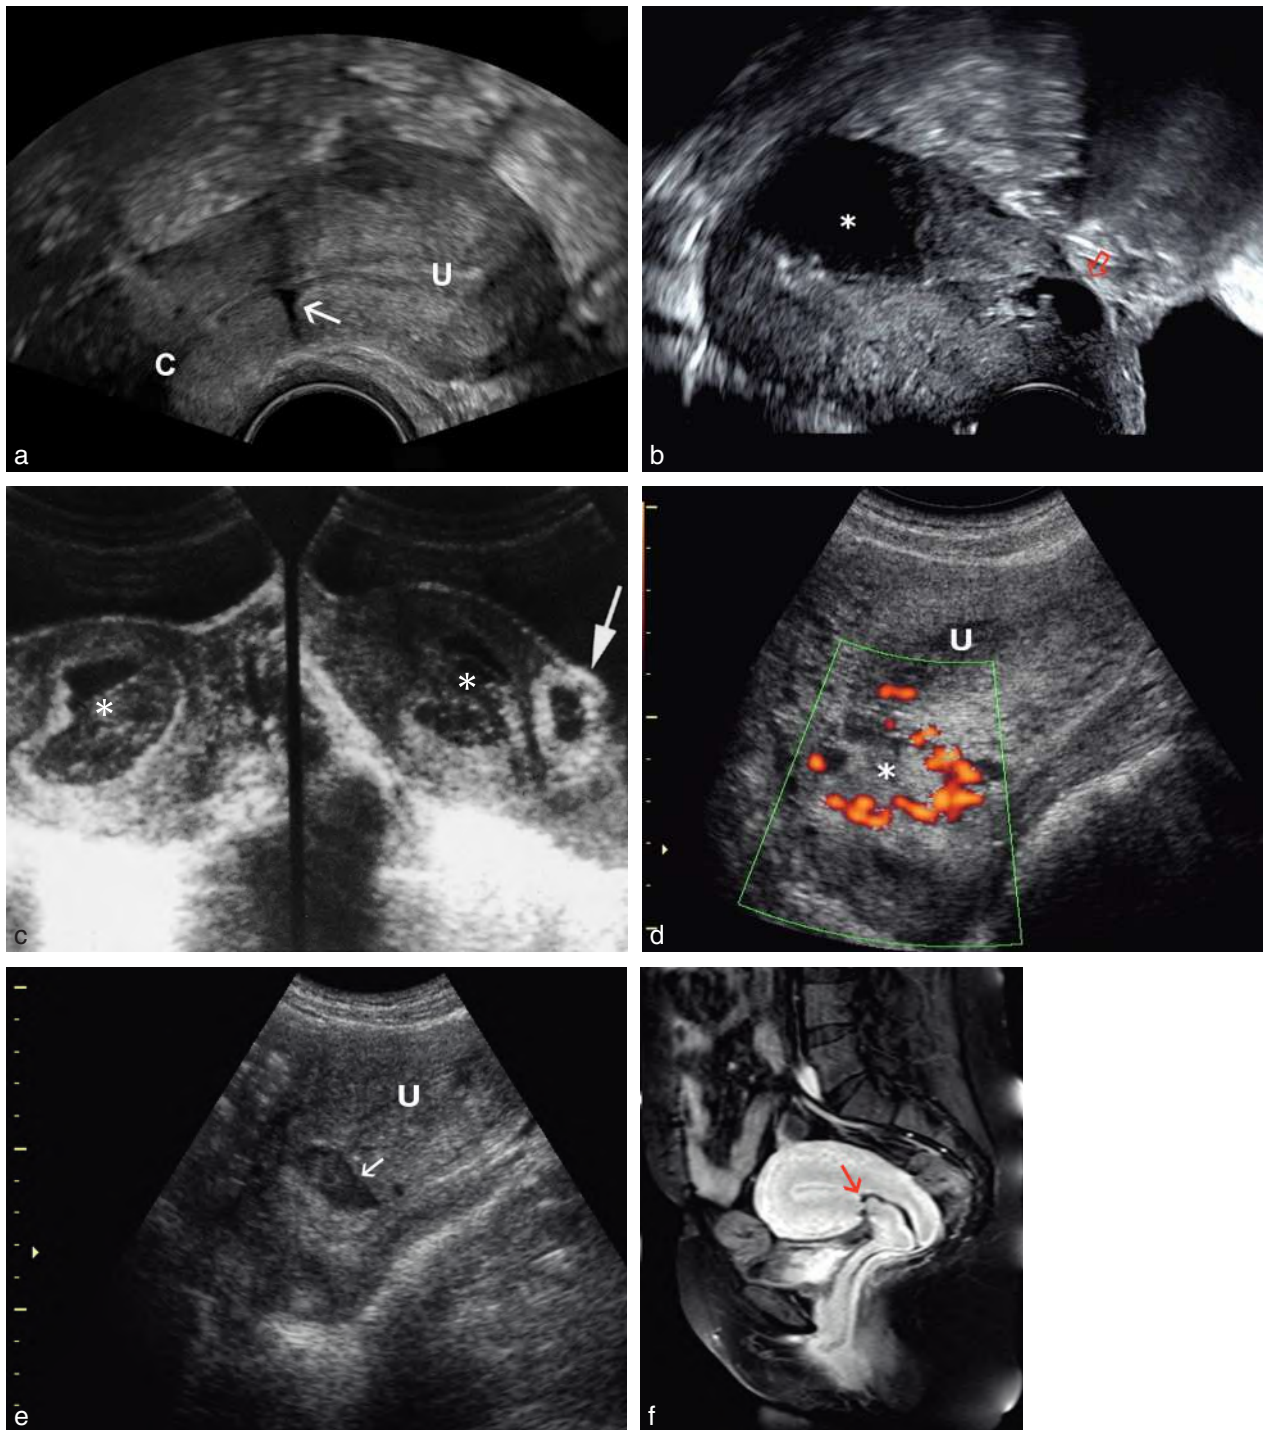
Grossesse intramurale sur cicatrice de césarienne. a. Cicatrice de césarienne. Déhiscence (→) sur toute l'épaisseur de la paroi utérine. La cicatrice est assez haute, plus corporelle qu'isthmique. C : col; U : cavité utérine. b. Cicatrice de césarienne, utérus rétroversé, voie vaginale : diverticule kystique au niveau de l'isthme utérin (⇨), la cavité contient un stérilet hormonal qui se signale par son ombre (*). c. Coupe transversale et sagittale de l'utérus par voie sus-pubienne : image liquidienne intracavitaire, avec niveau de sédimentation, correspondant à une hématométrie (*) entourée d'endomètre décidualisé (pseudo-sac). L'œuf est implanté dans le myomètre isthmique antérieur au niveau de la cicatrice d'hystérotomie (→). d. Taux d'HCG élevé (30000 UI/L) avec des signes de grossesse très marqués. Cavité utérine vide (U) sans signe annexiel en faveur d'une GEU classique. Tissu trophoblastique au niveau de la cicatrice de césarienne (*), repéré par son échogénéité et la couronne vasculaire en Doppler couleur. e. Résidu ovulaire (→) dans le myomètre après traitement par méthotrexate. f. En IRM, cicatrice de césarienne (→) qui creuse une cavité irrégulière dans toute l'épaisseur de l'isthme utérin.
